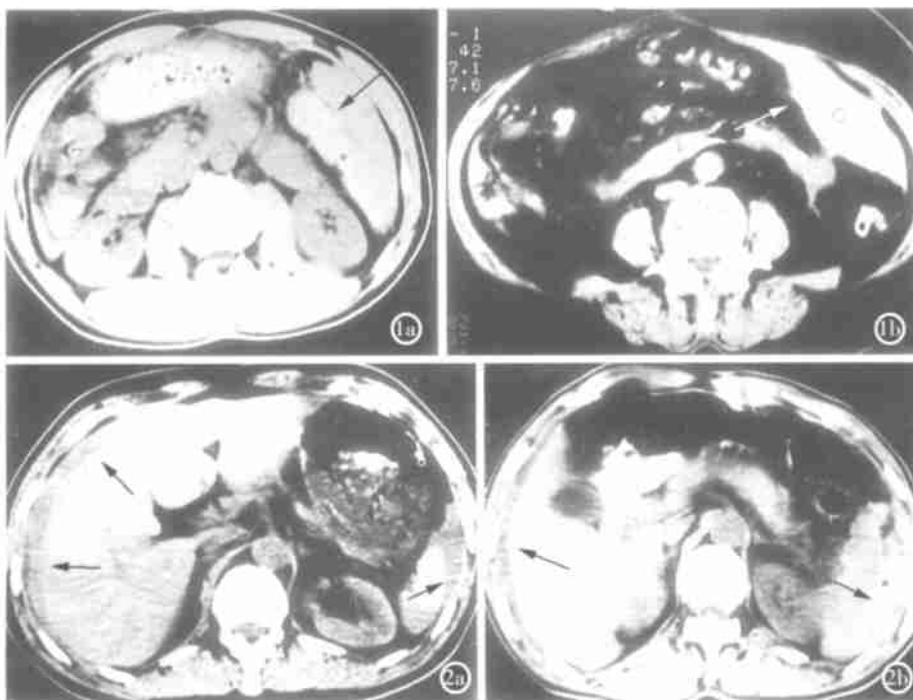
a) 脾门团块状哨兵血块征: 脾门裂伤患者 CT 平扫见脾门区高密度凝血块, CT 值 73.6HU。肝肾间隙少量积血; b) 肠系膜团块状哨兵血块征: CT 平扫见梭形凝血块, CT 值 67.1HU。未见游离性腹腔积血。 图 2 a) 肝周层状哨兵血块征: 肝破裂患者 CT 平扫见肝右上前间隙积血中层状凝血块。脾周游离积血; b) 脾周层状哨兵血块征: 脾破裂患者 CT 平扫脾周层状凝血块。肝周游离积血。
